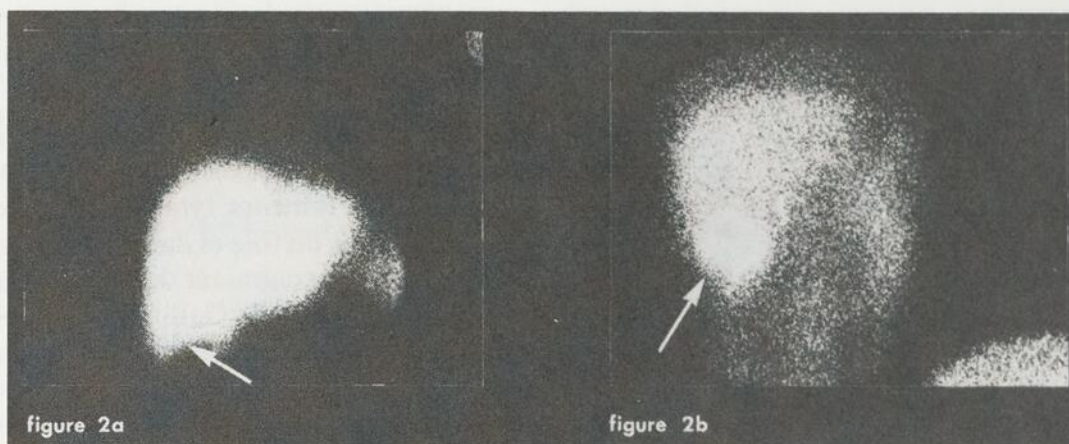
Fig. 2a — À la scintigraphie hépatique habituelle au sulfure de Colloïde $^{99}\text{Tc}^m$, on note une zone douteuse d'hypocaptation en périphérie en antérieure (flèche). Fig. 2b. — La scintigraphie hépatique au Gallium-67 met très nettement en évidence la lésion (flèche) : une métastase hépatique d'un réticulosarcome ovarien chez une patiente de 27 ans.
